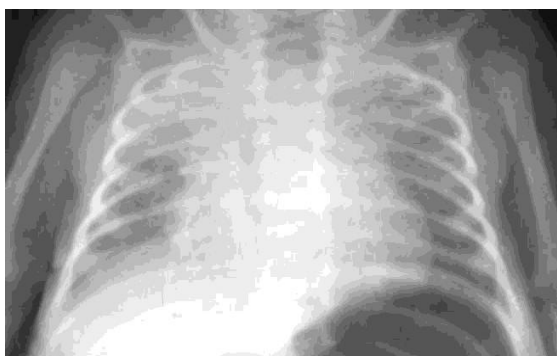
Рентгенограмма ребенка Ш., 3 дня. Срок гестации 36-37 недель. Полисегментарная пневмония. Гиповентиляция легких. Неоднородные ограниченные затемнения в средних зонах. Симптом "воздушной бронхограммы" слева. Сетчатая деформация легочного рисунка. Ограниченные участки гипервоздушности с обеих сторон. II степень тяжести СДР
